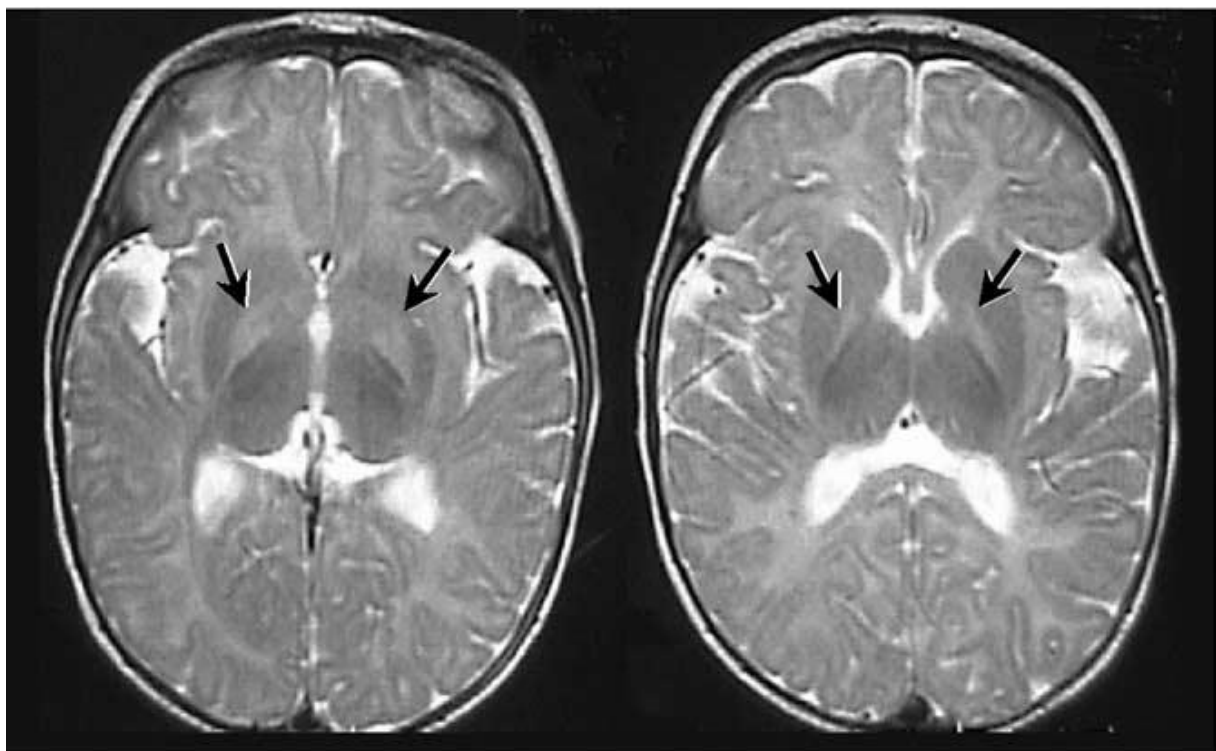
IRM cérébral d'un nourrisson de 16 mois, né à 36 SA avec un pic de bilirubine sérique totale de 265 mg /l, où on note une augmentation bilatérale anormale du signal sur les images pondérées en T2 dans globus pallidus [68]
